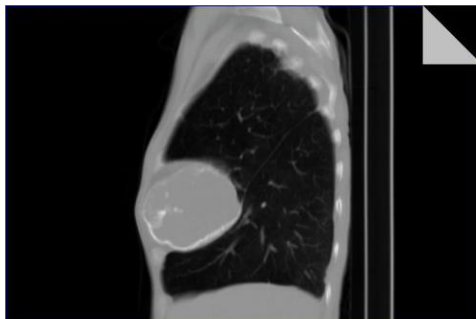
CT toracic al pacientei S. de 73 de ani cu un chist masiv, posttraumatic pe dreapta, după o fractură de coaste.
